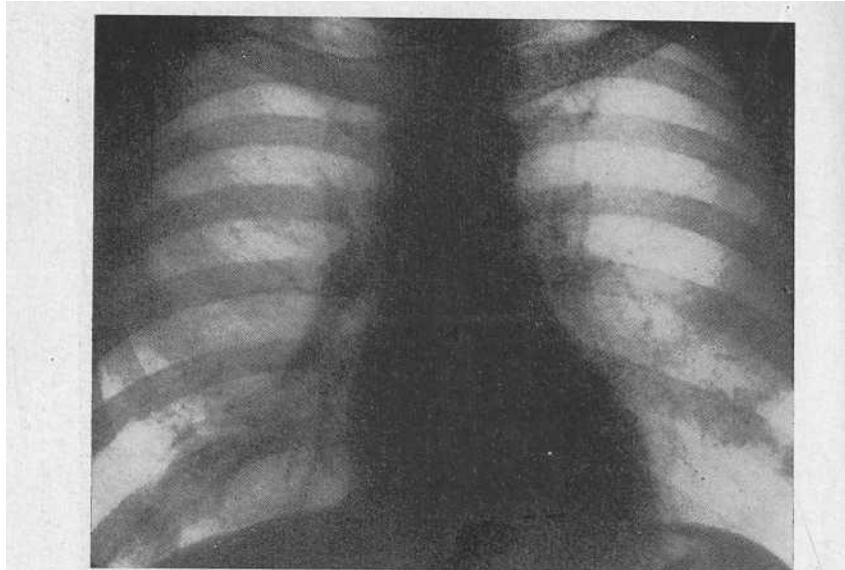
Рентгенограмма больного Г. В нижней доле правого легкого имеется неравномерное затемнение в виде тяжей.
